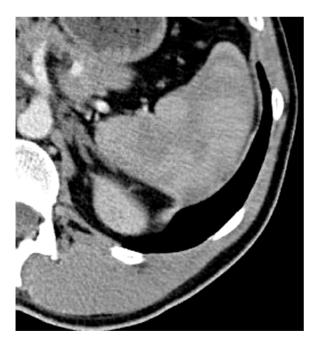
Inhomogen fleckige Darstellung der Milz ("Tigermilz") in der arteriellen Phase, CT mit i. v. Kontrastmittel
